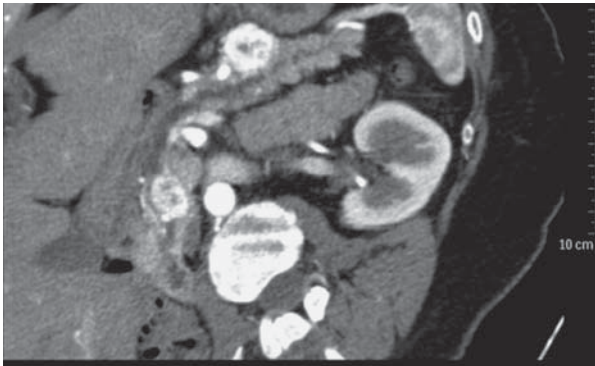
МСКТ брюшной полости. Артериальная фаза. Криволинейная реконструкция. Множественное метастатическое поражение поджелудочной железы. Примыкая к главному панкреатическому протоку, не вызывая его обструкции, на разных уровнях определяются гиперденсные образования.
